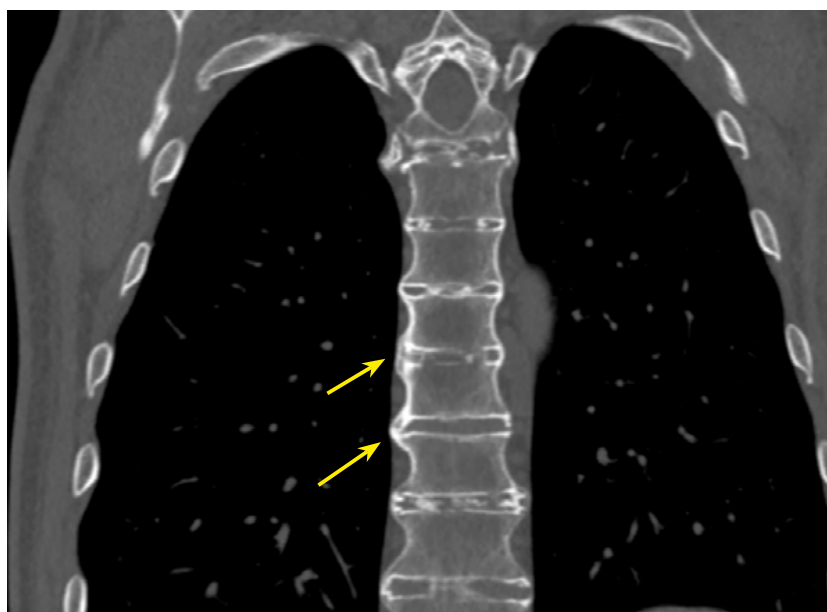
МСКТ пациента А. с акромегалией 37 лет, коронарная проекция. Остеофиты по контурам тел позвонков, формирующие «костные мостики» (стрелки).
